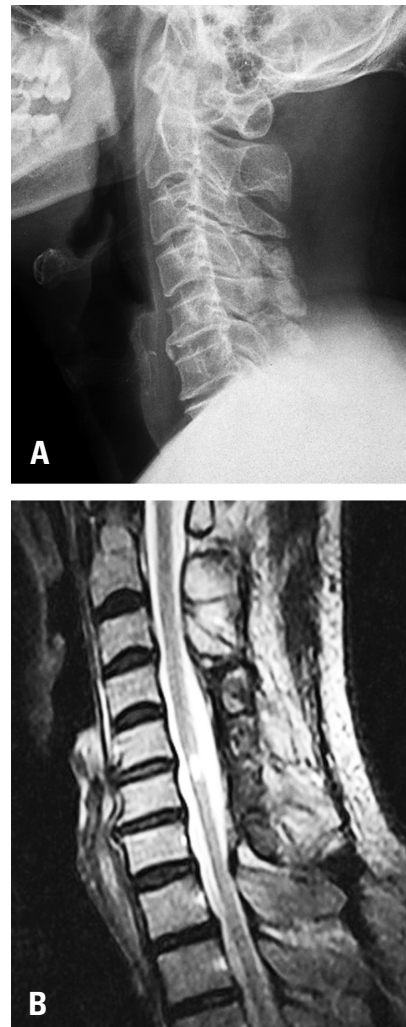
4yrs after C4-5-6-7 Double door laminoplasty. ASIA impairment scale is still B and the Motor index score is improved to 40 points. (A) on plain radiogram, (B) T2WI sagittal MRI at C4-5-6-7 showed a widened spinal canal.
